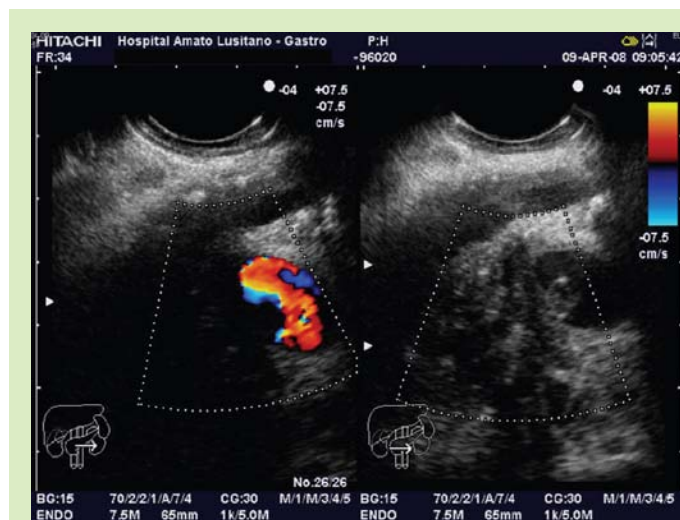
Ecoendoscopia linear, por abordagem duodenal da cabeça/colo pancreático, evidenciando-se a veia porta em secção transversal, com aplicação do doppler, sendo aparente um trombo adjacente à parede
